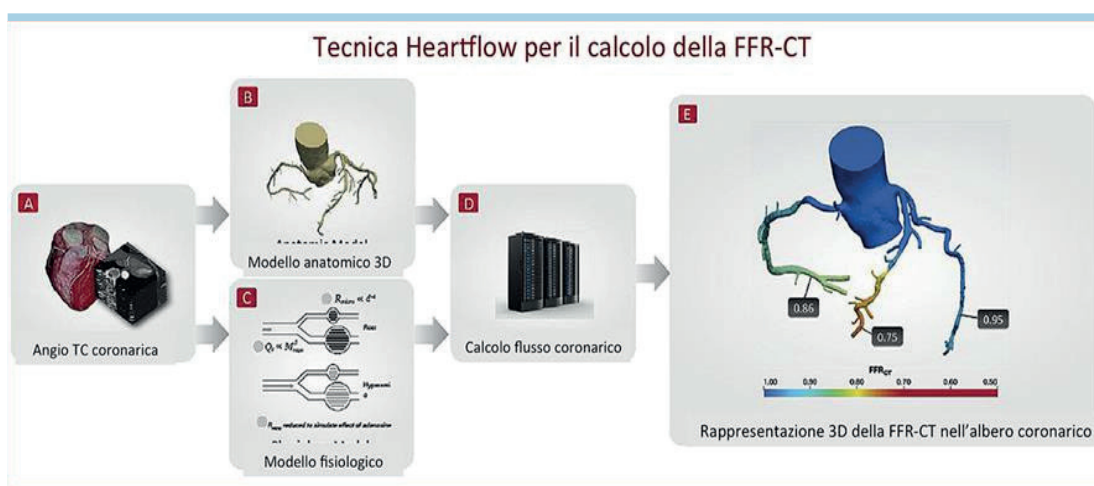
Ottenimento della riserva frazionale di flusso derivata dalla tomografia computerizzata (FFR-CT) mediante il software HeartFlow. La figura mostra i quattro step necessari all'ottenimento dell'analisi FFR-CT: 1) viene eseguita una tomografia computerizzata (TC) cardiaca, che fornisce un'immagine dettagliata dell'anatomia delle coronarie e delle lesioni eventualmente presenti; 2) se la TC evidenzia una o più ostruzioni, la scansione TC viene trasformata in un'immagine tridimensionale (3D) delle coronarie; 3) un software dedicato della società statunitense HeartFlow, alla quale le immagini sono inviate, misura il flusso sanguigno presente nelle coronarie, a monte e a valle delle ostruzioni; 4) il referto restituito dal software consiste in un'immagine 3D con codice colore, per identificare l'entità della limitazione nel flusso sanguigno.
